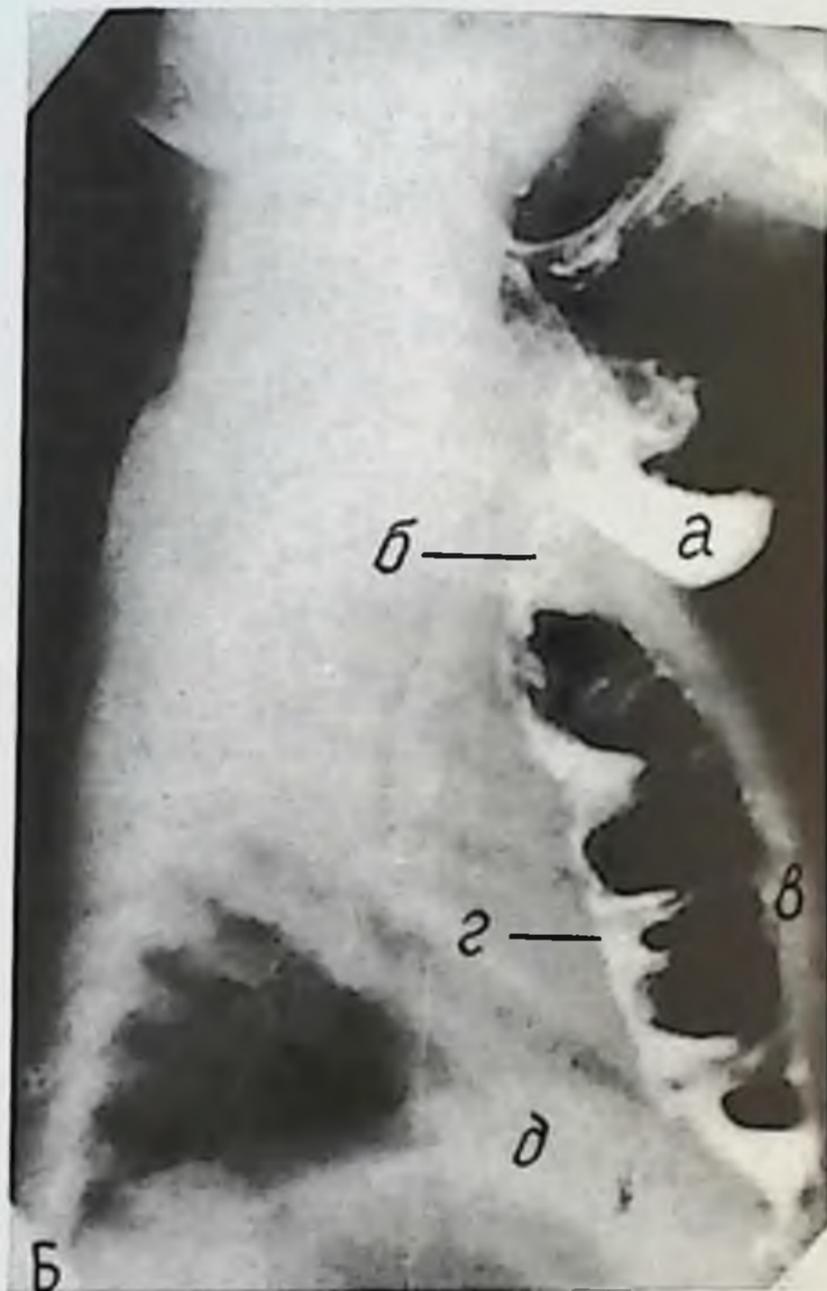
Внешний вид больного (А) и рентгенограмма толстокишечного искусственного пищевода, проведенного ретростернально (Б) без резекции рукоятки грудины. А: на шее видна локализация под кожей дивертикулообразного выпячивания кишки. Б: а – кишечный дивертикул; б – струйка бариевой взвеси, сообщающая шейную часть с загрудинным отделом толстой кишки трансплантата; в – грудина; г – загрудинная часть толстой кишки; д – купол диафрагмы.
